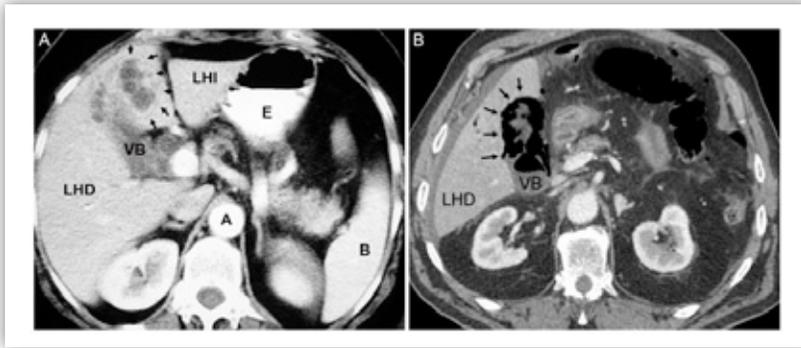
La TC abdominal está indicada si se sospechan complicaciones. A) Absceso perivesicular en relación con una colecistitis aguda. Se observa una colección líquida heterogénea que capta contraste en su periferia (flechas) adyacente a la vesícula biliar (VB). LHD: lóbulo hepático derecho; LHI: lóbulo hepático izquierdo; A: aorta; E: estómago; B: bazo. B) Colecistitis enfisematosa. Se observa la presencia de abundante gas en el lecho vesicular (flechas). Cortesía del Dr. Francisco Uribe. Servicio de Radiología. Hospital San Jorge de Huesca.
